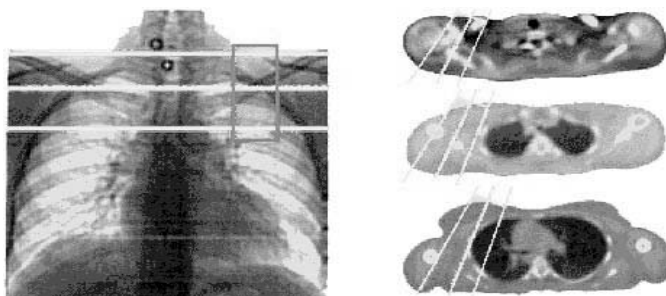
Примеры изображений, полученных на симуляторно-томографическом комплексе в НИИО им. Н.Н. Петрова.
